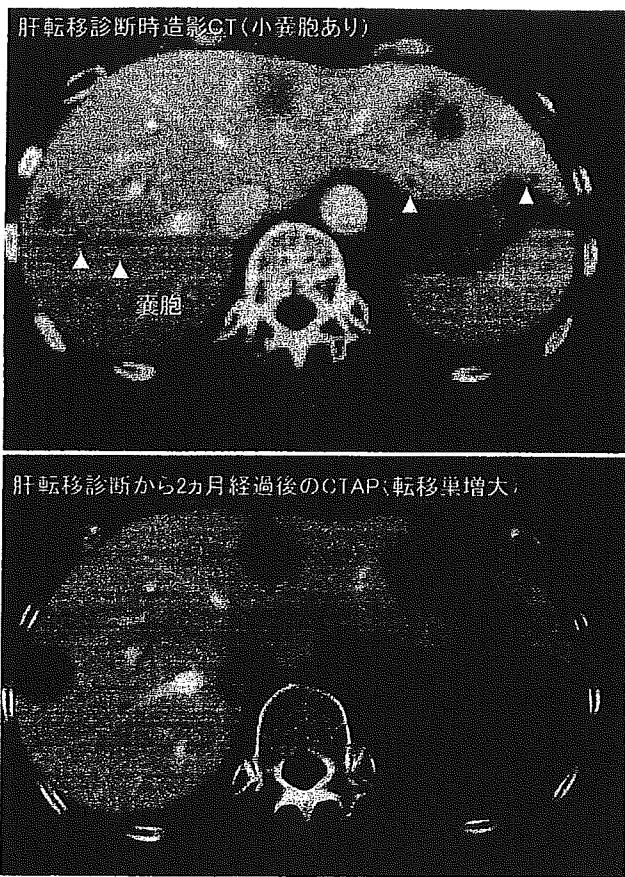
造影 CT（診断時）と CTAP（2ヵ月後）
